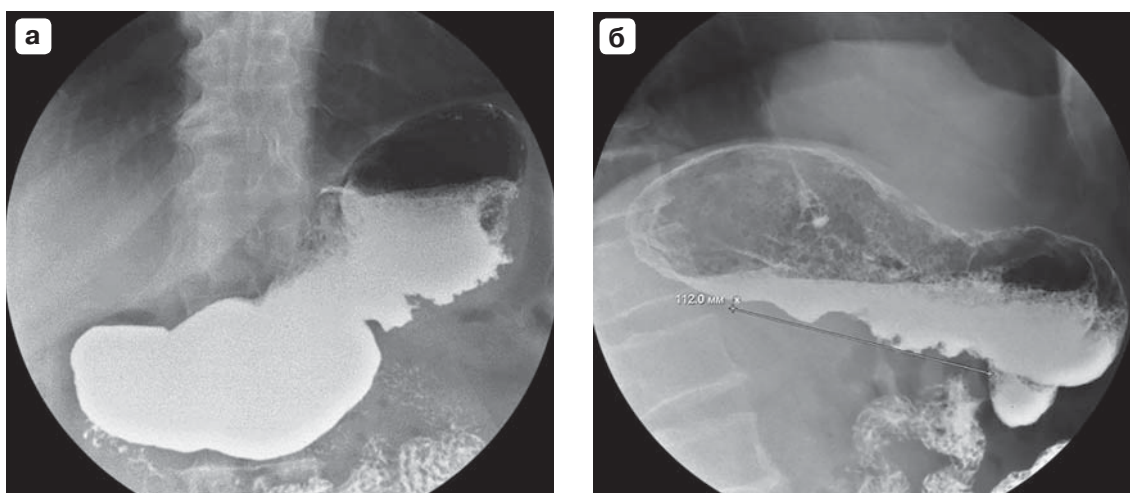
Рентгенограммы желудка в условиях двойного контрастирования. По малой кривизне определяется дефект наполнения с неровными бугристыми контурами. а – прямая проекция на спине; б – косая проекция.
